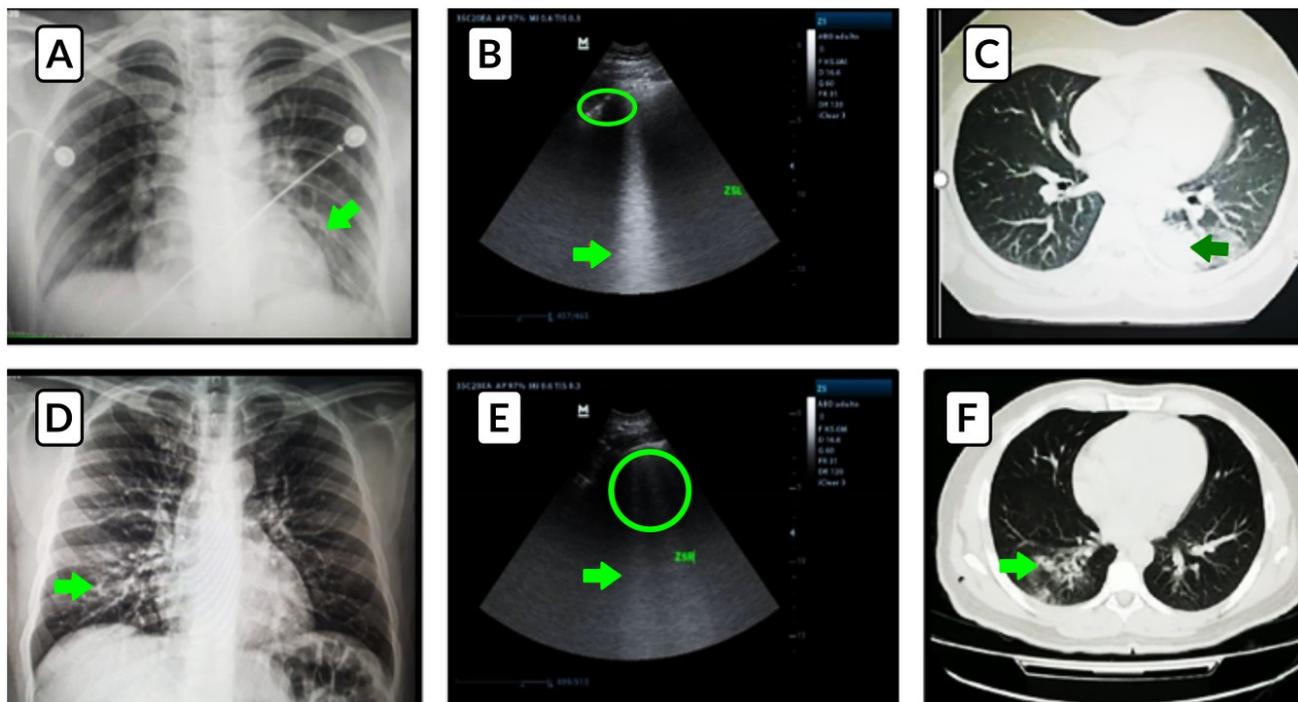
Presentación radiológica atípica de SARS-CoV2. Caso 1. A: Rx de Tórax AP evidenciando opacidad parahiliar izquierda (flecha). B: Ultrasonido pulmonar con sonda convexa de 5 MHz en región 5 izquierda se aprecia línea pleural irregular con línea B (flecha) y consolidaciones subpleurales (círculo); C: TC de tórax. Consolidación en lóbulo inferior izquierdo (flecha). Caso 2. D: Rx de tórax PA, opacidad alveolar paracardiaca derecha (flecha). E: Ultrasonido pulmonar con sonda convexa de 5 MHz en región 5 derecha, muestra línea pleural regular con líneas b (flecha) y múltiples consolidaciones subpleurales (círculo). F: TC de tórax. Zona de llenado alveolar con vidrio despulido en lóbulo inferior derecho (flecha).
